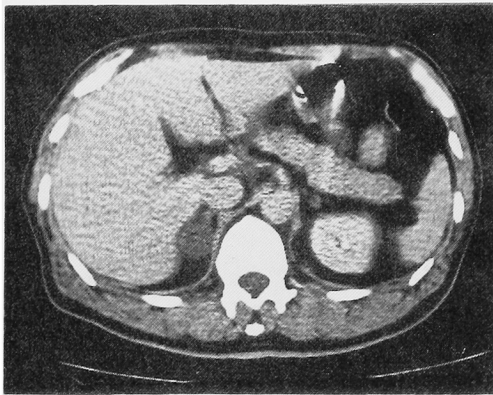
CT scan of case 2
